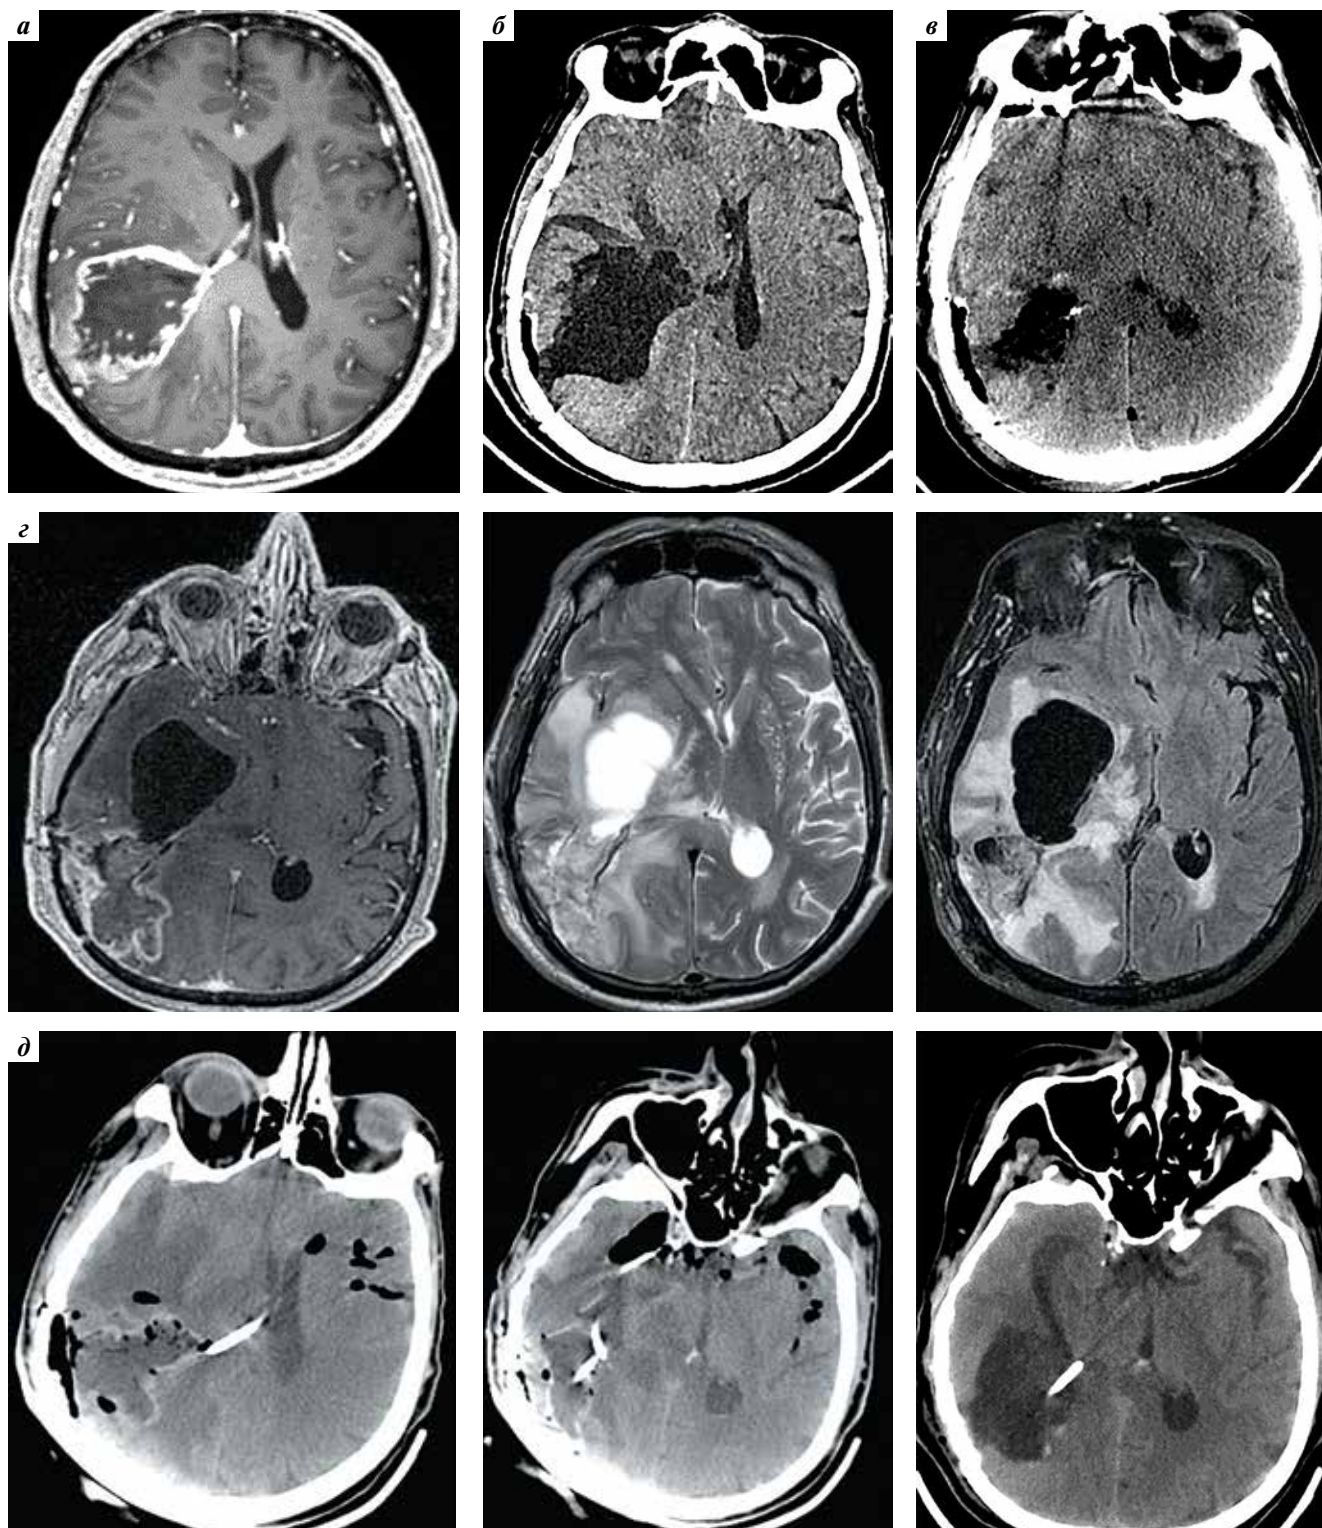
Данные магнитно-резонансной томографии (МРТ) и компьютерной томографии (КТ) головного мозга пациента, перенесшего шунтирующую операцию: а — МРТ с контрастным усилением до операции: выявлена опухоль в области треугольника правого бокового желудочка; б — КТ сразу после операции: радикальное удаление опухоли и отсутствие хирургических осложнений; в — КТ через 14 дней после удаления опухоли: отмечено появление изолированного височного рога; г — МРТ спустя 1 мес от момента операции; д — КТ после имплантации шунтирующей системы: вентрикулярный конец шунтирующей системы визуализируется в проекции изолированного височного рога
